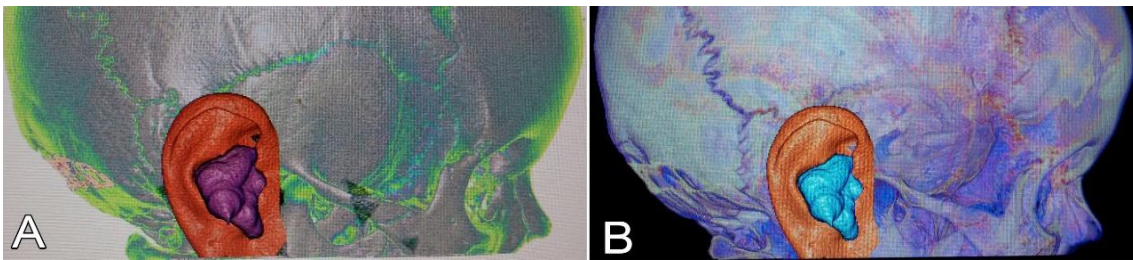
Reconstrução do exame de Tomografia Computadorizada da Mastoide em 3D, evidenciando o pré molde convencional de silicone, observados nas imagens (A, B).
